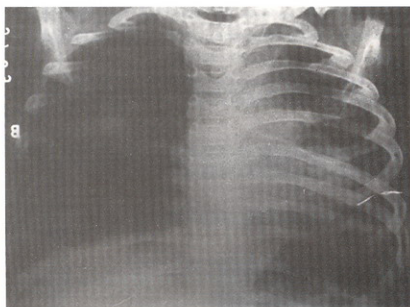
caso 2: radiografía de tórax 60 días después de la cirugía mostrando buena aireación del pulmón izquierdo.
